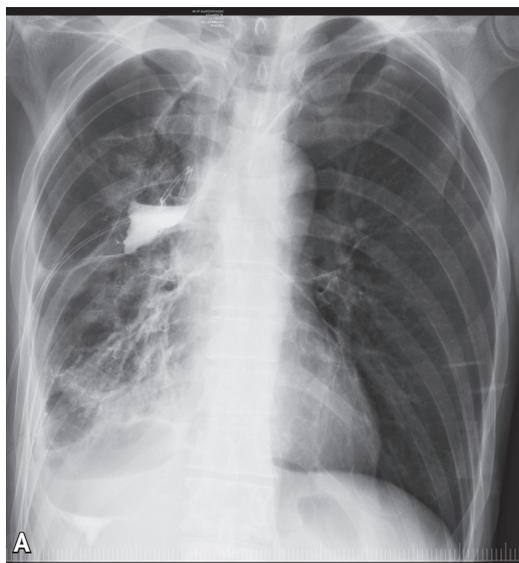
Рентгеноконтрастное исследование (фистулография) больного А. в прямой (А) и боковой (Б) проекциях (осумкованная полость в задневерхних отделах справа)
